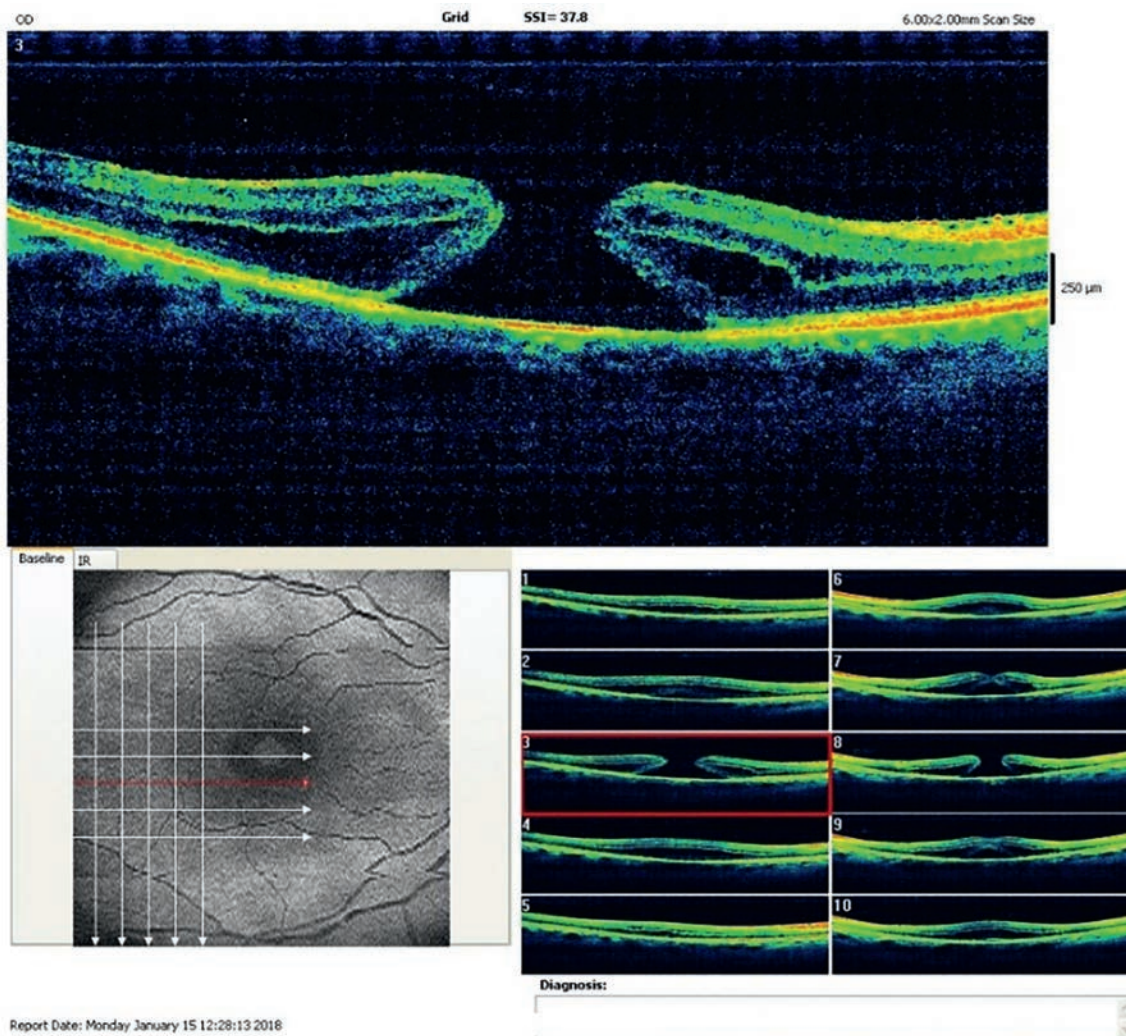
Данные оптической когерентной томографии. Сквозной макулярный разрыв
